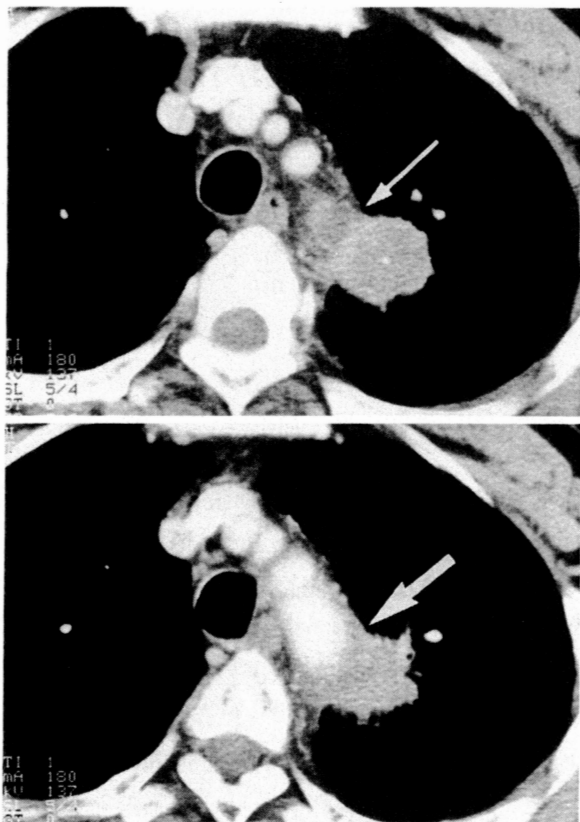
Chest CT, showing tumor invading distal aortic arch (←).
